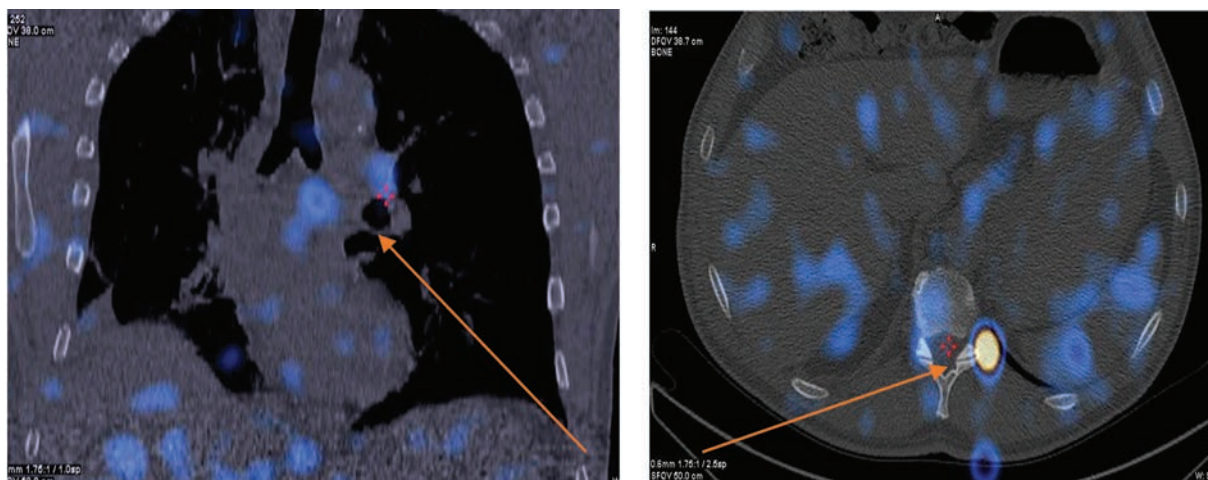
ОФЭК-КТ с препаратом Технефит.
